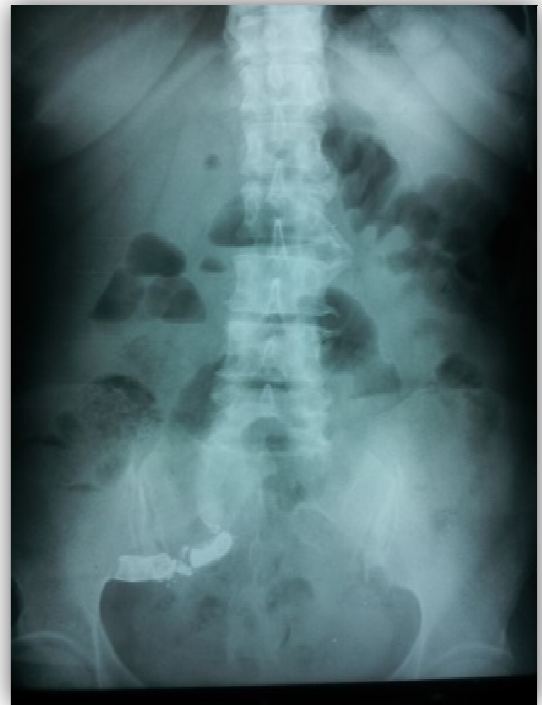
Radiografía de Abdomen. Obsérvese la imagen característica hacia el cuadrante inferior derecho.
